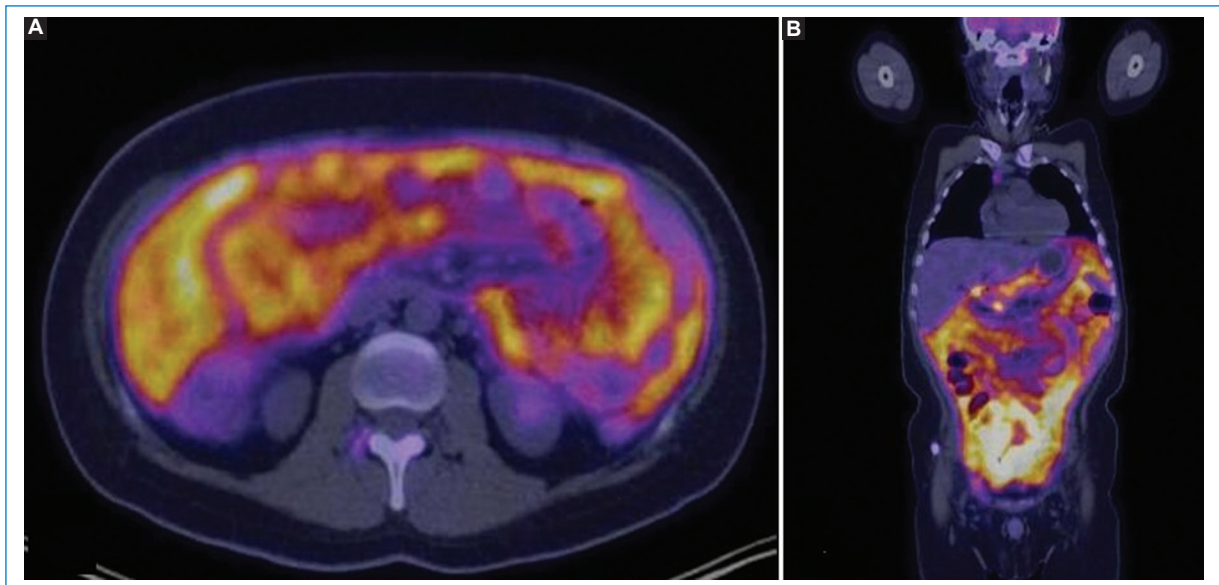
Imágenes axial (A) y coronal (B) de fusión PET-TC en un caso de “superescáner peritoneal”, con excesivo consumo de ^{18}F -FDG por el peritoneo y el consecuente menor metabolismo del encéfalo, el corazón y los riñones.
